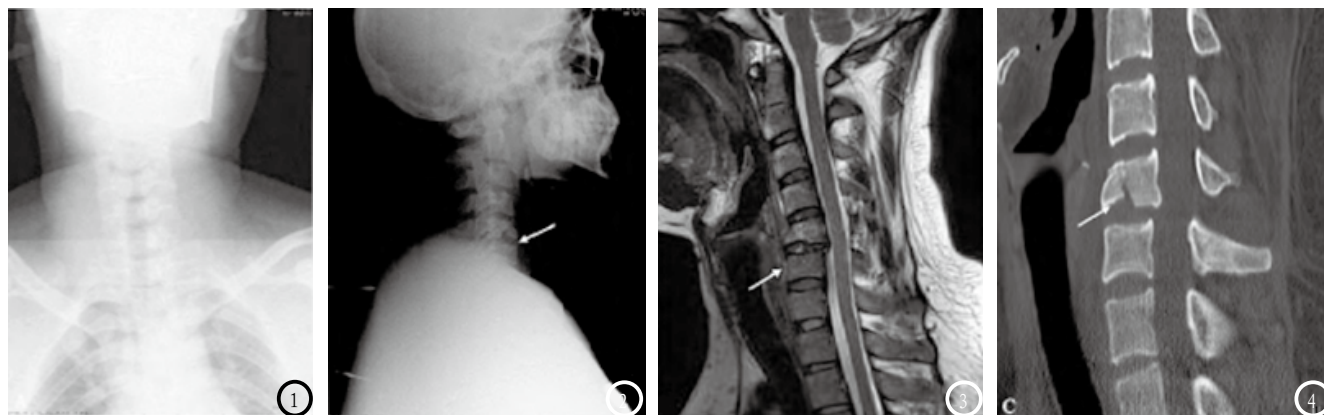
4为同一患者，男，25岁，车祸引发颈部疼痛、活动受限。图1-2为X线片，显示C5骨折，椎体压缩，前下缘显示小骨块1个。图3为MRI检查，显示C5后移，椎体压缩，长T1、长T2信号影，颈髓内无明显异常；C3-4椎体上缘、C5部分附件显示片状信号影；图4为CT图像，显示C5椎体条状骨折线影。
